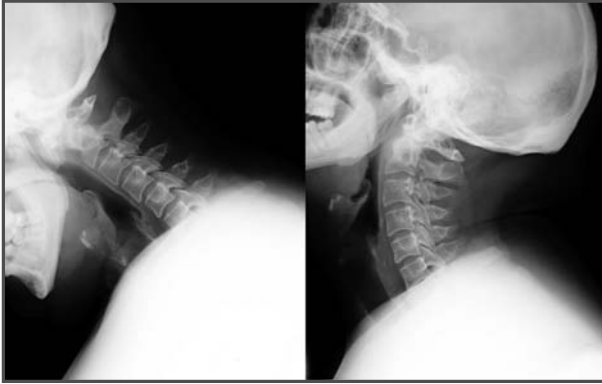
Radiografías funcionales en las que se observa inestabilidad atloaxoidea.
